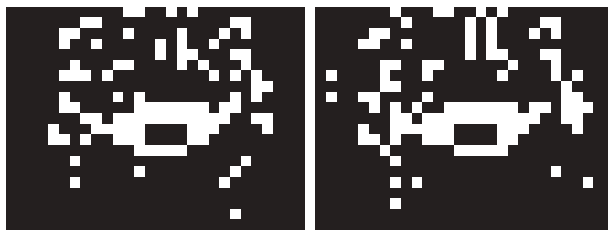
Результати попередньої багатозначної сегментації зображення СКТ- зрізу, наведеного на рис. 4.10, б: а – вихідне зображення багатозначної характеристичної функції; б – зображення багатозначної характеристичної функції після морфологічної обробки
